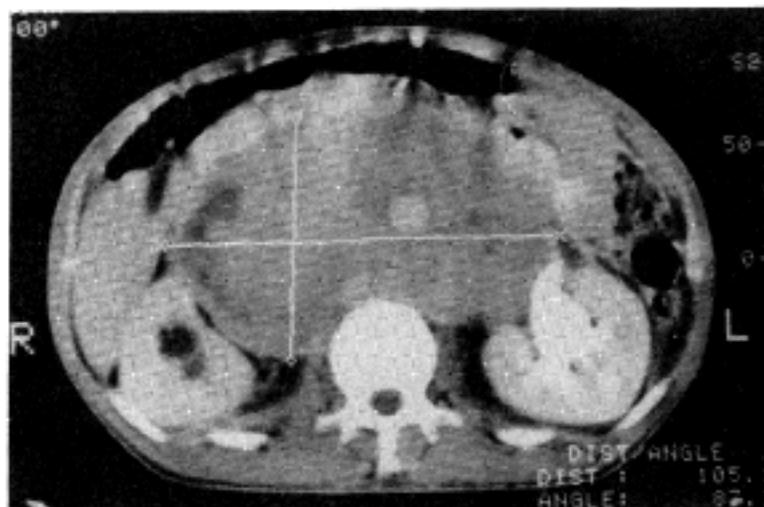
Markedly enlarged paraaortic lymph nodes on abdominal CT scan in February, 18, 1989.
